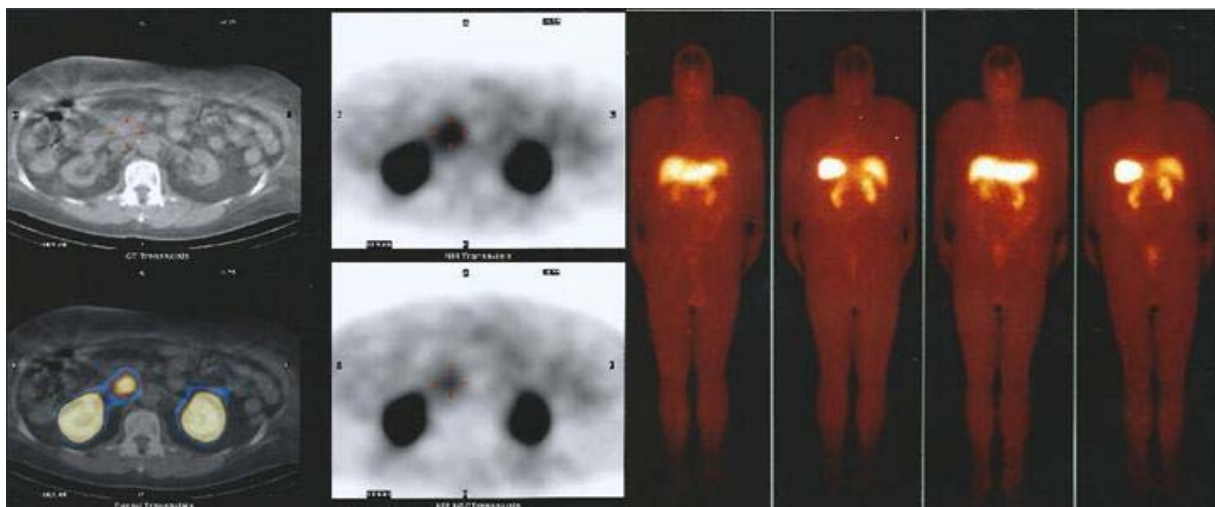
Tumor endócrino funcional identificado na cabeça do pâncreas na cintilografia com pentatrotéio-índio-111, em associação com imagens de SPECT-TC, em um doente com síndrome de Verner-Morrison de instalação recente. Nas imagens identifica-se uma lesão pancreática focal compatível com a hipótese clínica de VIPoma. Os demais segmentos do organismo não apresentam alterações cintilográficas significativas.
